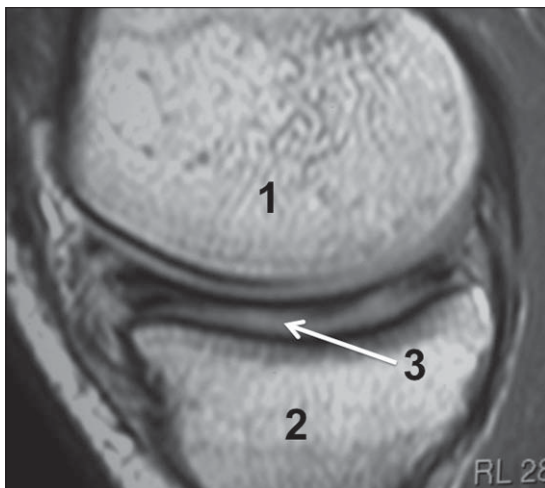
Caso 1: Imagen de RM sagital de rodilla izquierda, donde se identifica cóndilo femoral medial (1), platillo tibial medial (2) y menisco discoideo con amplia lesión (3).
